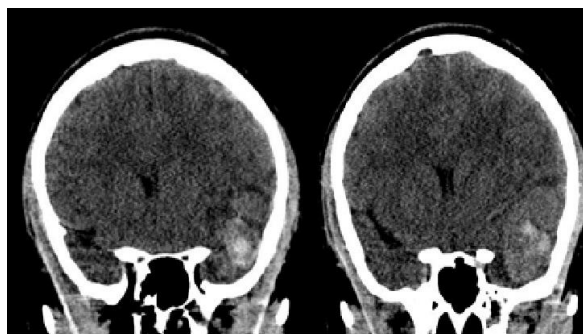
Tomografia computadorizada no corte coronal, evidenciando formação nodular expansiva de aspecto heterogêneo com calcificação grosseira e irregular central circundada por edema na região temporal esquerda.
